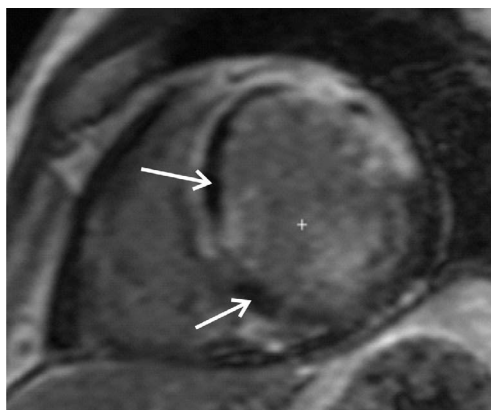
МРТ сердца короткая ось базального, среднего и апикального отделов ЛЖ.
